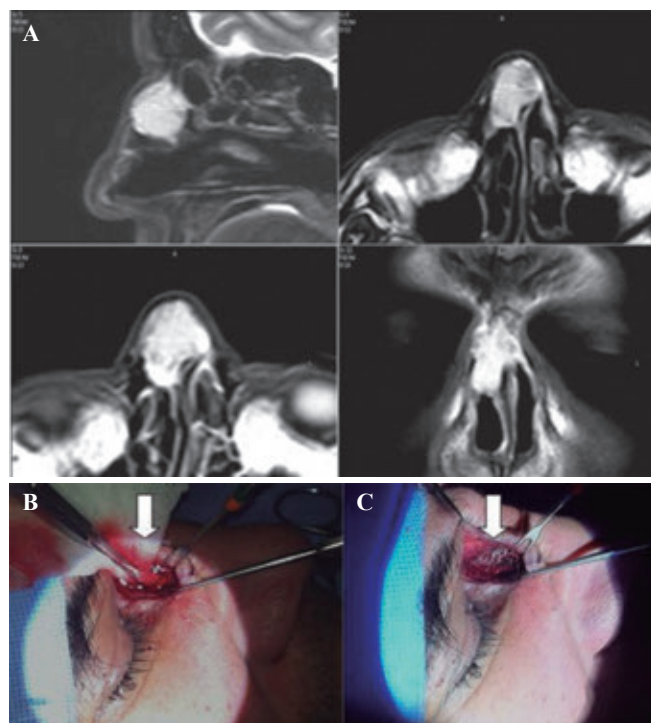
A. Resonancia magnética en T1 con gadolinio y T2 que muestra una imagen hiperintensa con captación de medio de contraste en la región de los huesos nasales. B. Defecto óseo del hueso nasal derecho. C. Reconstrucción ósea con matriz ósea desmineralizada (Grafton) y cartílago autólogo.
